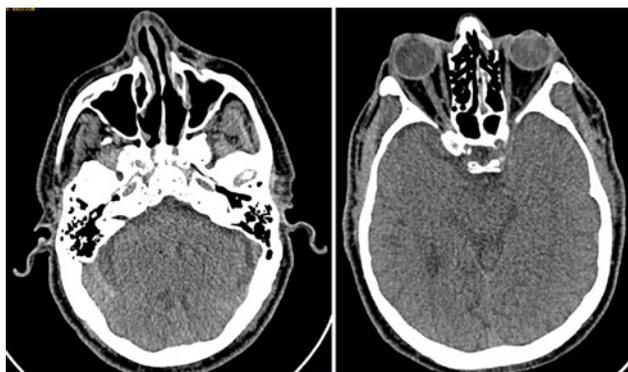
TAC 1 mes después de la cirugía. Se observa fosa nasal, seno maxilar, etmoides y esfenoides izquierdos libres de tumor.
